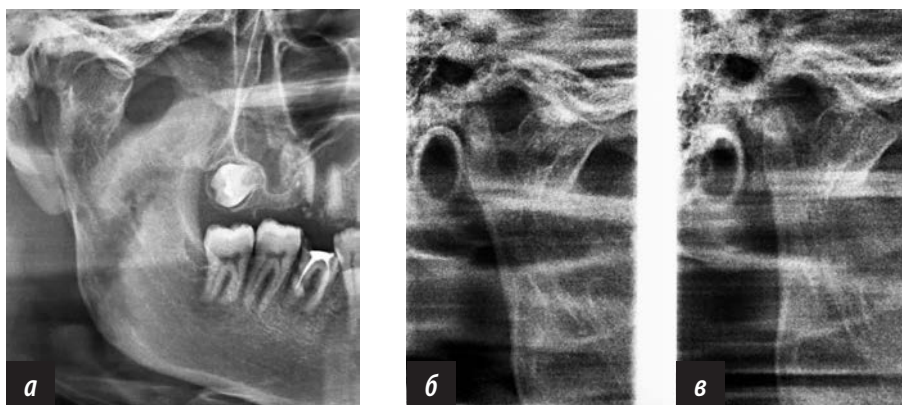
Фрагмент ортопантомограммы (а) и зонограммы ВНЧС в боковой проекции справа при закрытом (б) и открытом (в) рте пациента; выраженная посттравматическая деформация головки и мыщелкового отростка нижней челюсти при неправильно сросшемся переломе; подвижность ВНЧС незначительная
